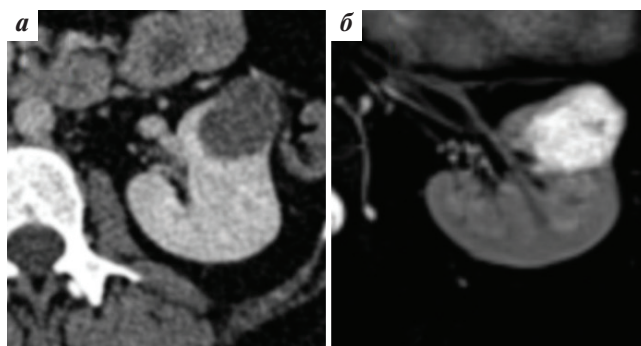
Кистозное образование левой почки с единичной неравномерно утолщенной перегородкой до 3 мм (III Bosniak 2019): а — компьютерная томограмма, венозная фаза; б — магнитно-резонансная томограмма, T2-взвешенное изображение с подавлением сигнала от жировой ткани до контрастирования
